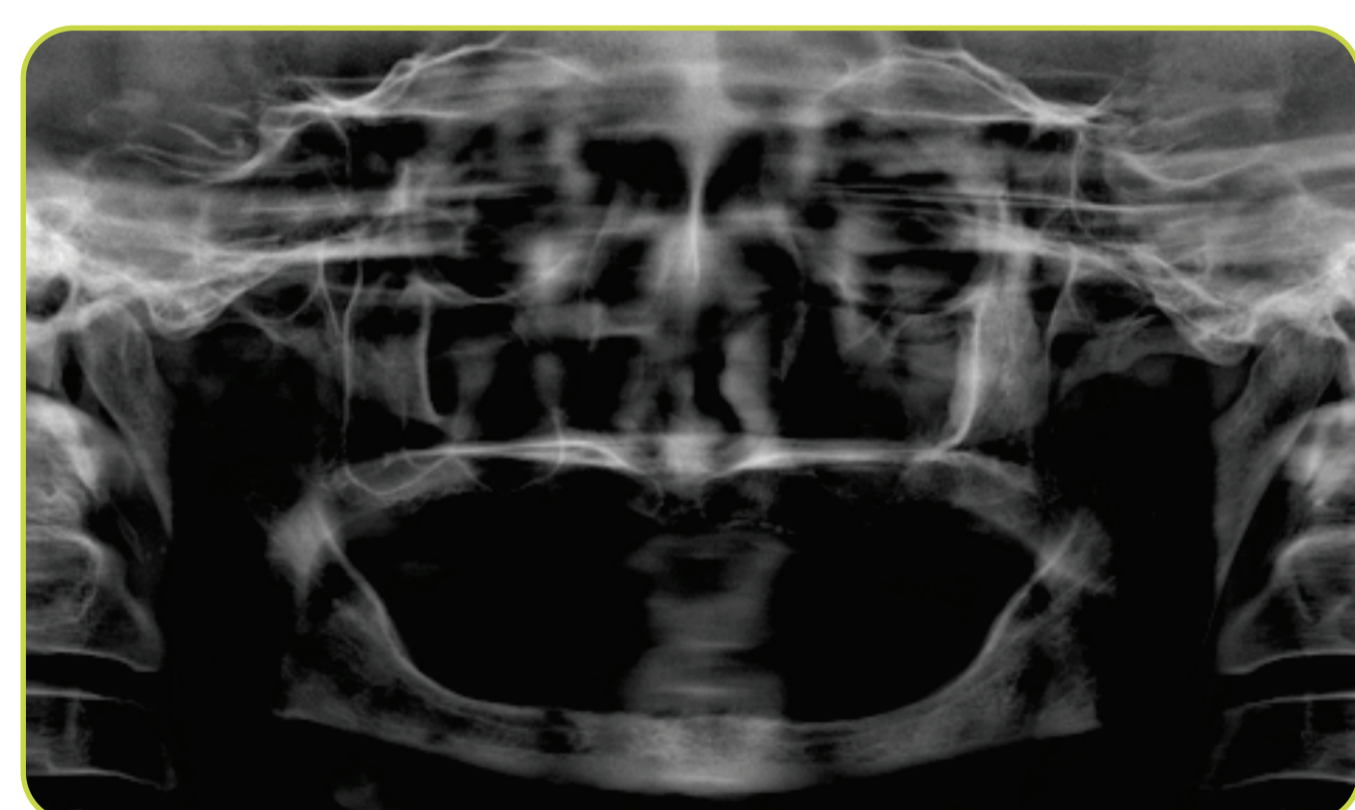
Radiografia Panorâmica prévia ao tratamento radioterápico.
